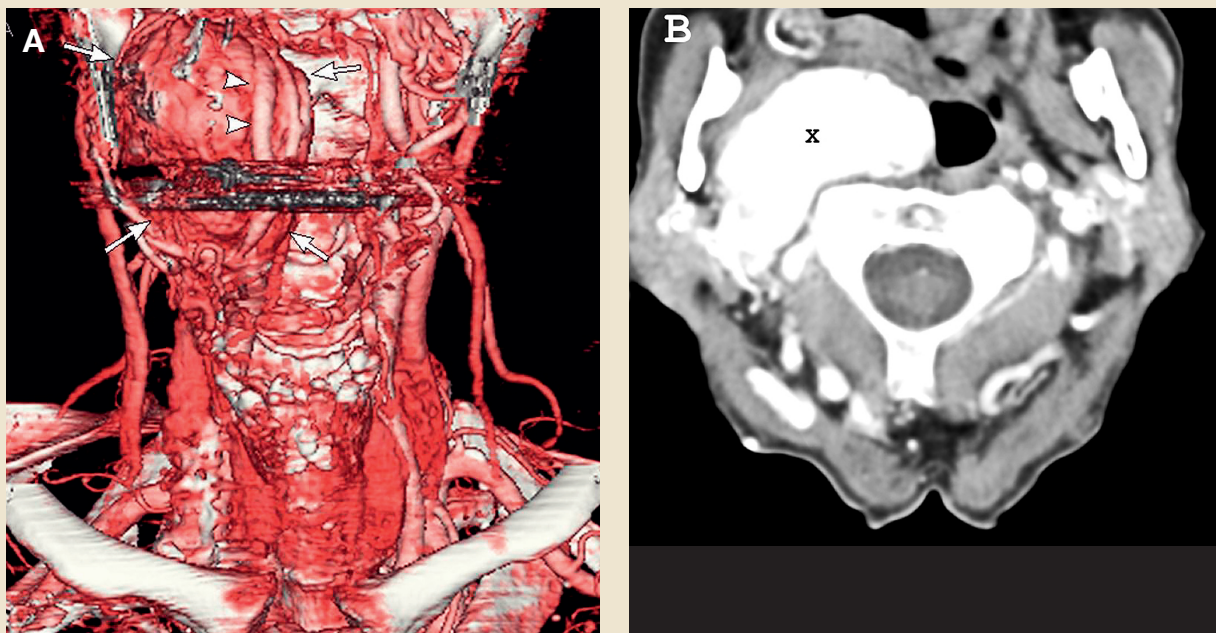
Datortomografisk angiografi. Glomus Vagale-tumör höger sida. A) 3D-rekonstruktion med volume rendering teknik (VRT) visar tydligt hur arteria carotis (pilhuvuden) är dislocerad anteriort medialt av tumören (pilar). B) Axialt snitt. DT-angiografien visar den kraftigt kontrastladdande tumören (X) i carotisspatiet höger sida. Lokalisation i kombination med kontrastladdningsmönster är patognomont för Glomus Vagale-tumör.
